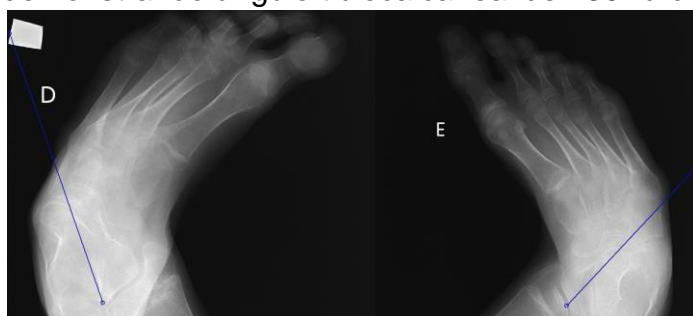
Radiografia dos pés direito (D) e esquerdo (E) na incidência anteroposterior demonstrando lateralização da linha média do tálus bilateralmente.
